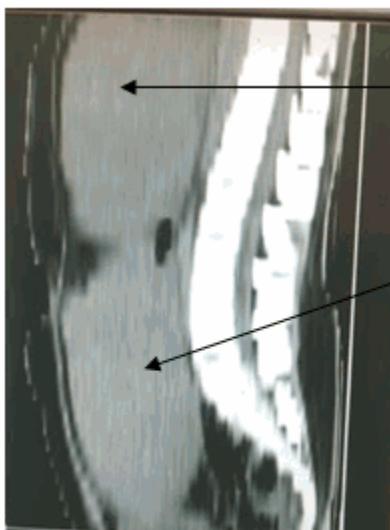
TAC Reconstrucción del plano lateral
